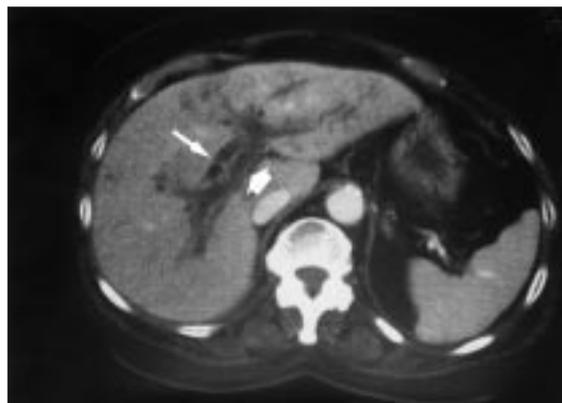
TC abdominal con imágenes compatibles con abscesos múltiples intrahepáticos.
